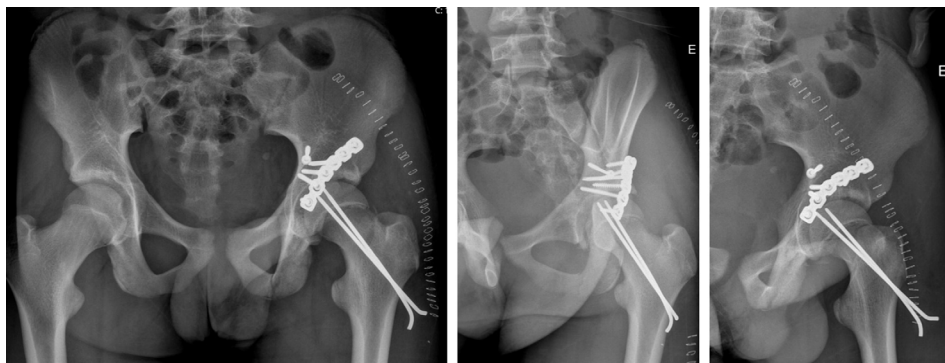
Radiografia pós-operatória da bacia: da esquerda para a direita, incidência de face, obturadora e alar.
